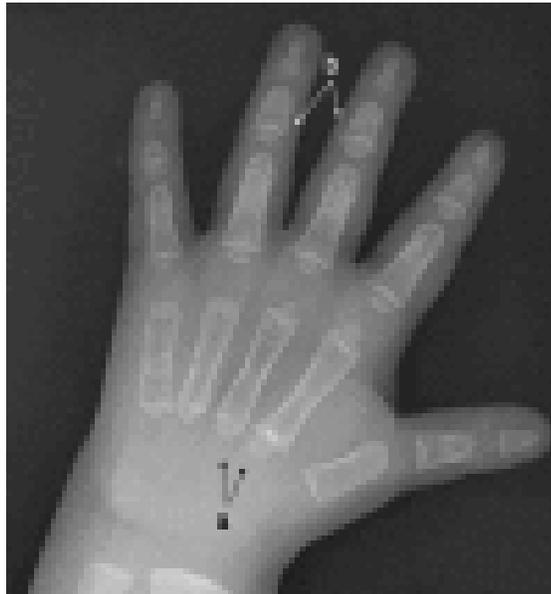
Radiografía de la mano de un paciente masculino 2,5 años de edad con DCC. Se observan Pseudoepifisis en las bases del segunda y tercera metacarpianos con cartílagos accesorios en base de los cuarto y quinto metacarpianos, presentando epífisis en forma de cono, siendo más prominente en la tercera y cuarta falanges medias. Tomado de: Mendoza y Col.⁸
